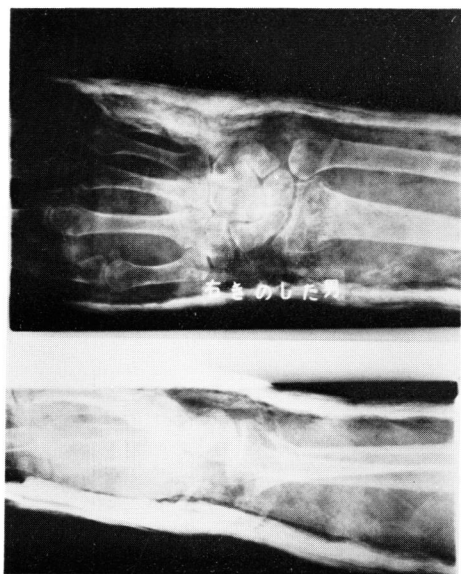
Plain film of the right hand in case 1, January, 1980.
